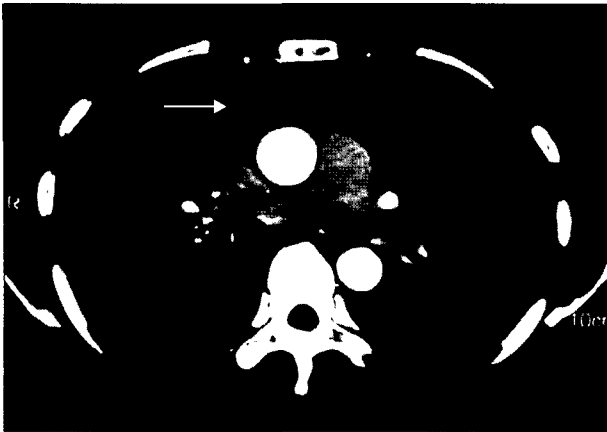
CT scan at the just below level of the carina revealing large anterior mediastinal abscess.
